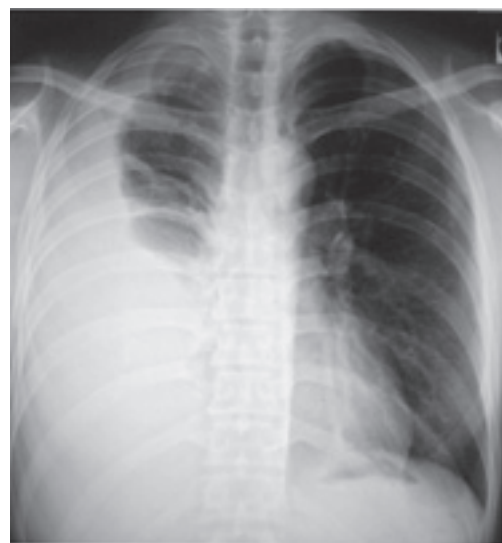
Chest radiograph at presentation showed a massive pleural effusion that had caused the right lung to completely collapse.
